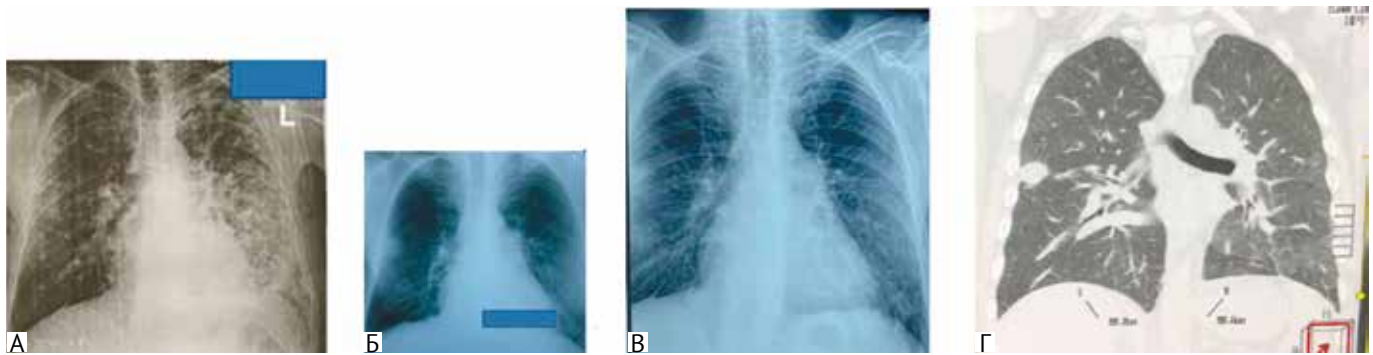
Рентгенографія органів грудної клітки в прямій проекції: А – листопад 2021 року; Б – грудень 2021 року; В – при поступленні (січень 2022 року); Г – КТ органів грудної клітки (січень 2022 року)
